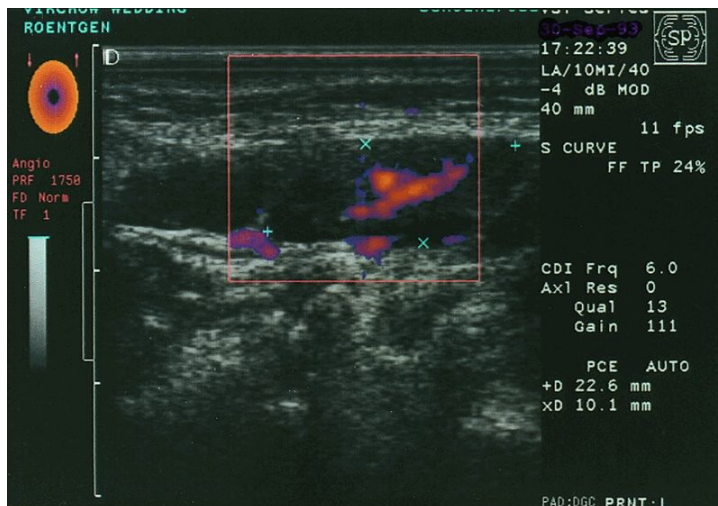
Hilusgefäß dargestellt mittels power doppler (Tschammler et al. 1999).
